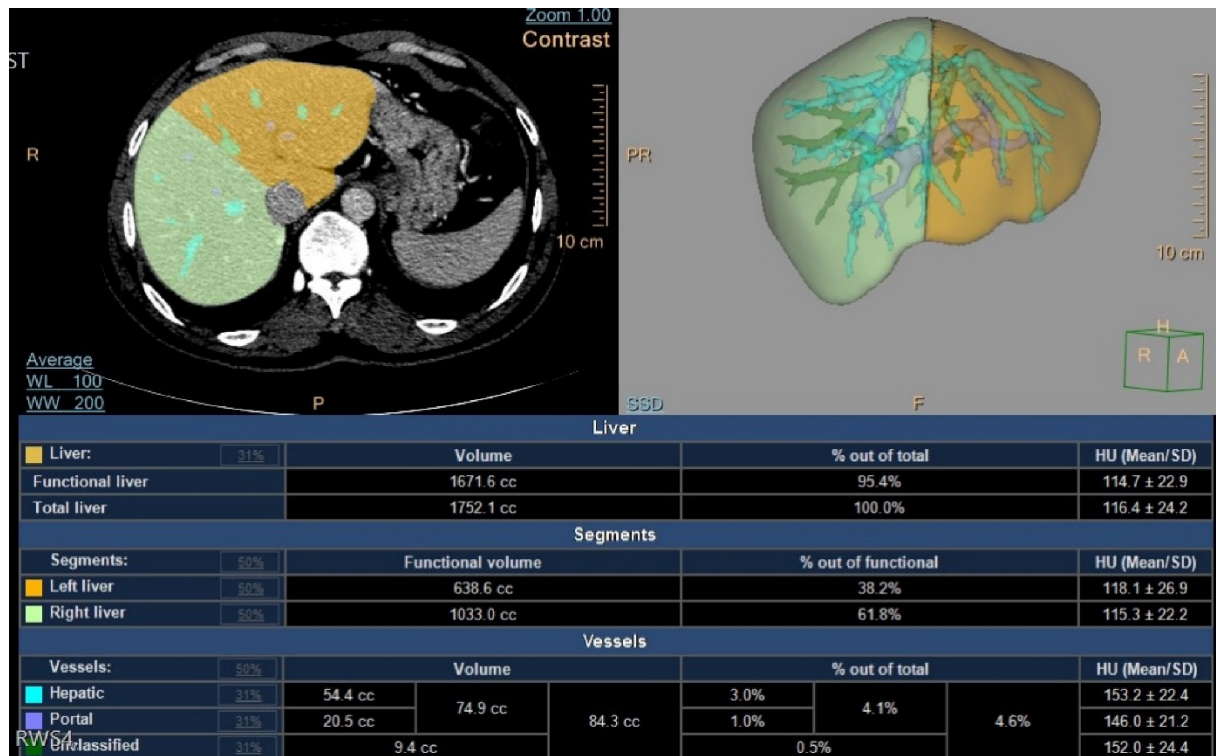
Manuel BT volumetri programında karaciğerin total (A) ve sağ lob (B) hacimlerinin ölçülmesi
